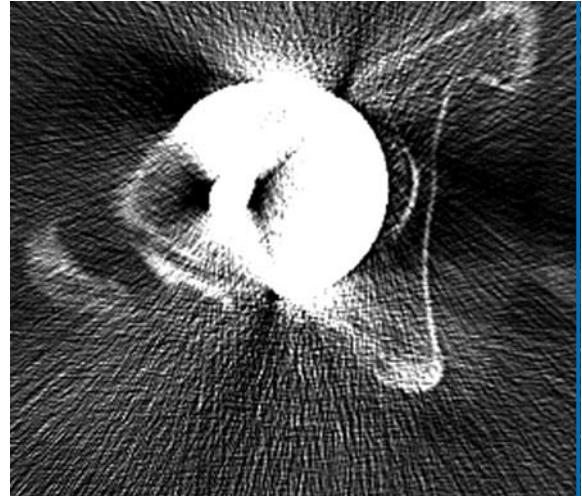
CT bei einliegender Endoprothese mit prominenter acetabulärer Komponente bei einem Oberflächenersatz (oben), einer Pressfitpfanne (links) und einer Schraubpfanne (rechts).
